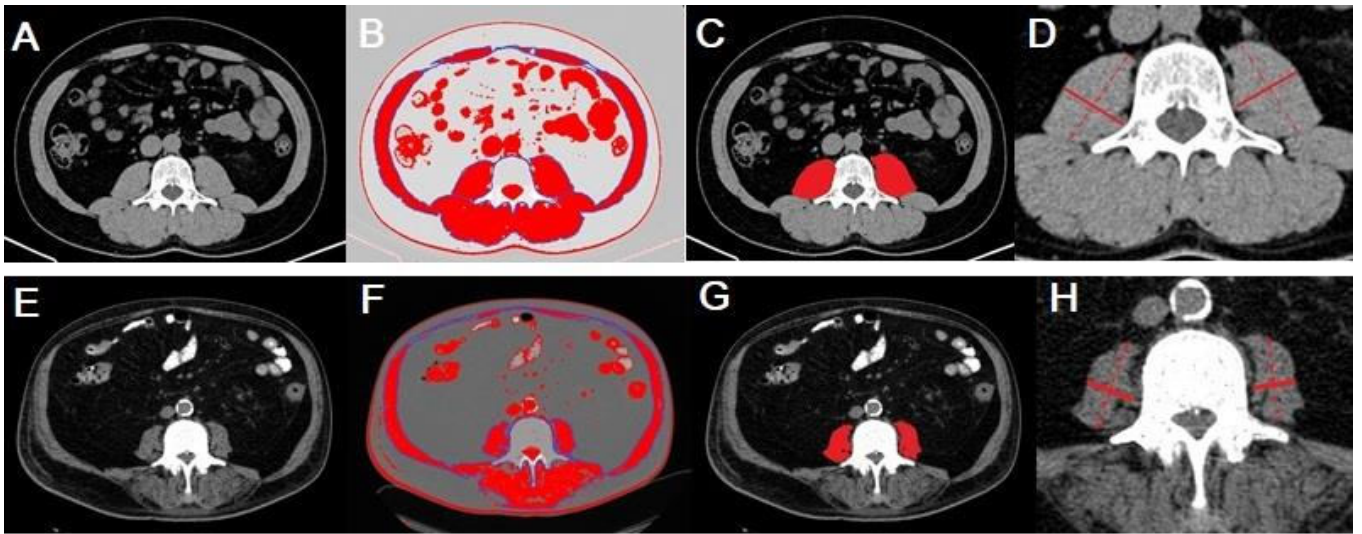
КТ зображення скелетних м'язів на рівні L3.
